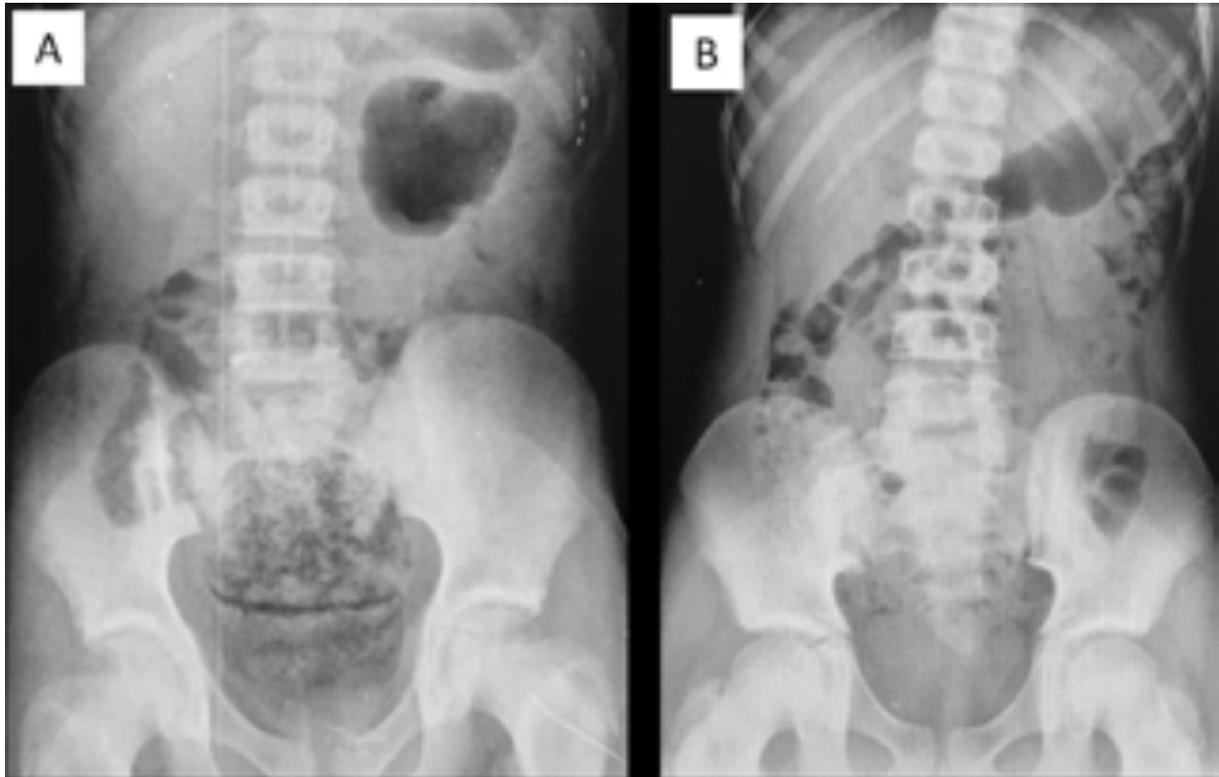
A - Radiografia simples de abdome evidenciando grande quantidade de fezes no retossigmoide (paciente de 8 anos, em pós-operatório tardio de anorretoplasia sagital posterior por fistula retouretral bulbar, com perdas associadas à retenção fecal); B - radiografia simples de abdome evidenciando restrita quantidade de fezes em cólon (paciente de 6 anos em pós-operatório tardio de abaixamento endorretal por Doença de Hirschsprung, com ressecção de reto e sigmoide, com perdas associadas à diarreia).
